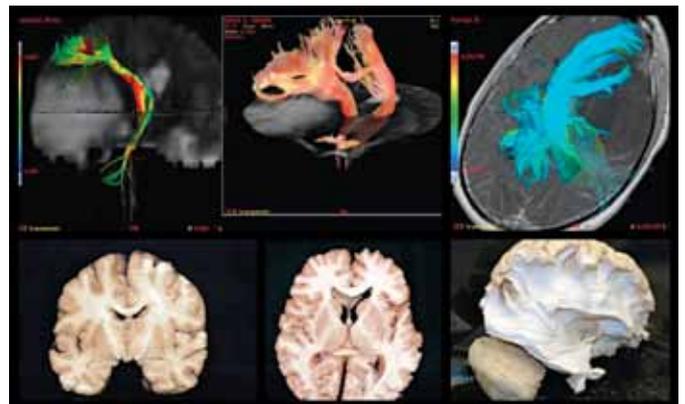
Ressonância magnética com tractografia mostrando as relações do tumor da insula com os principais tratos da substância branca cerebral (fotos superiores) e sua correlação com as disseções anatómicas (fotos inferiores). A RNM por tractografia foi realizada pelo Dr. Leonardo Vedolin
